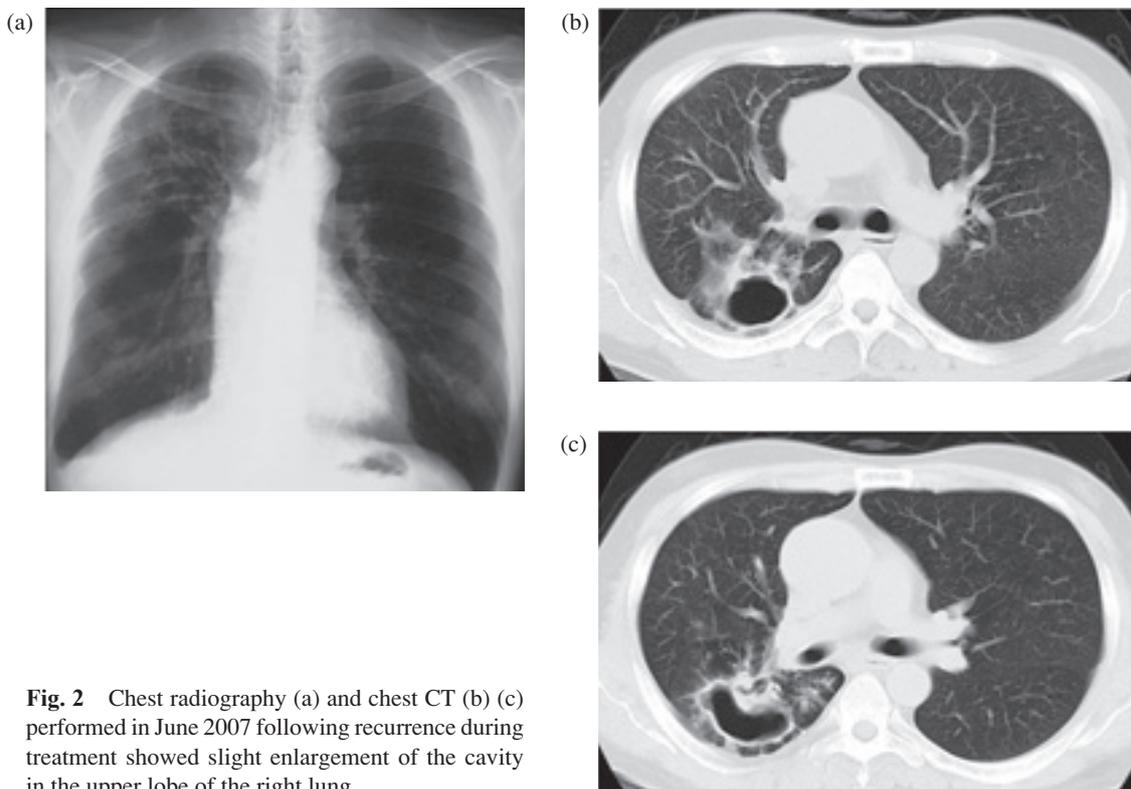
Chest radiography (a) and chest CT (b) (c) performed in June 2007 following recurrence during treatment showed slight enlargement of the cavity in the upper lobe of the right lung.
